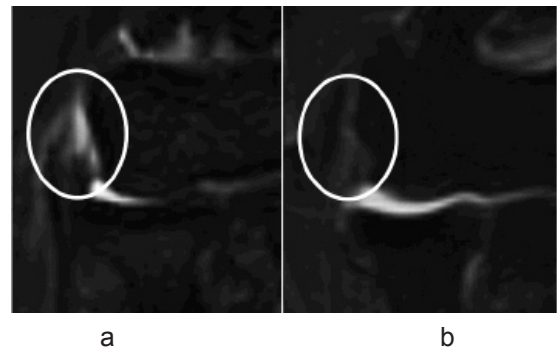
術後 MRI 所見の経過 (STIR, 冠状断): 修復例
